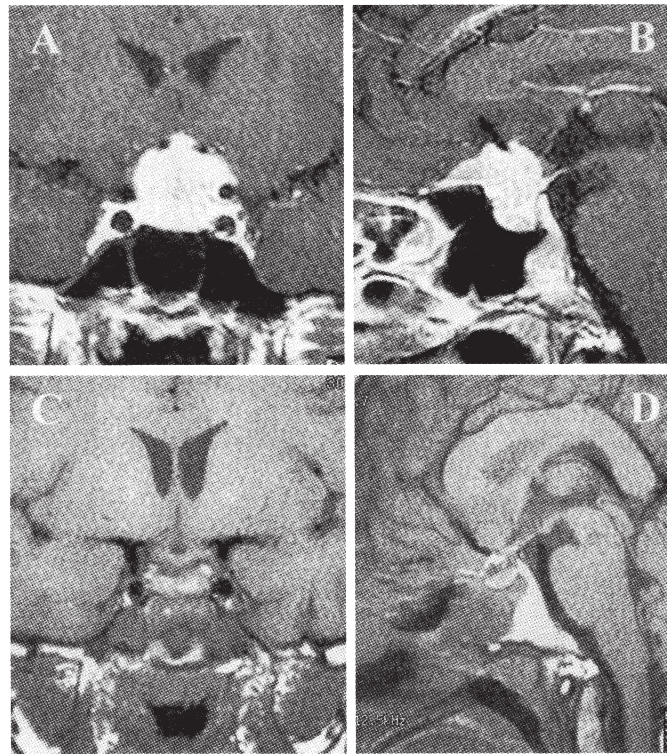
A case of tuberculum sellae meningioma. Pre-operative T1-weighted coronal and sagittal MR images with gadolinium show a homogeneously enhanced tumor in the supradiaphragmatic region(A, B). Post-operative T1-weighted coronal and sagittal MR images without gadolinium demonstrate the complete removal of the tumor(C, D).
